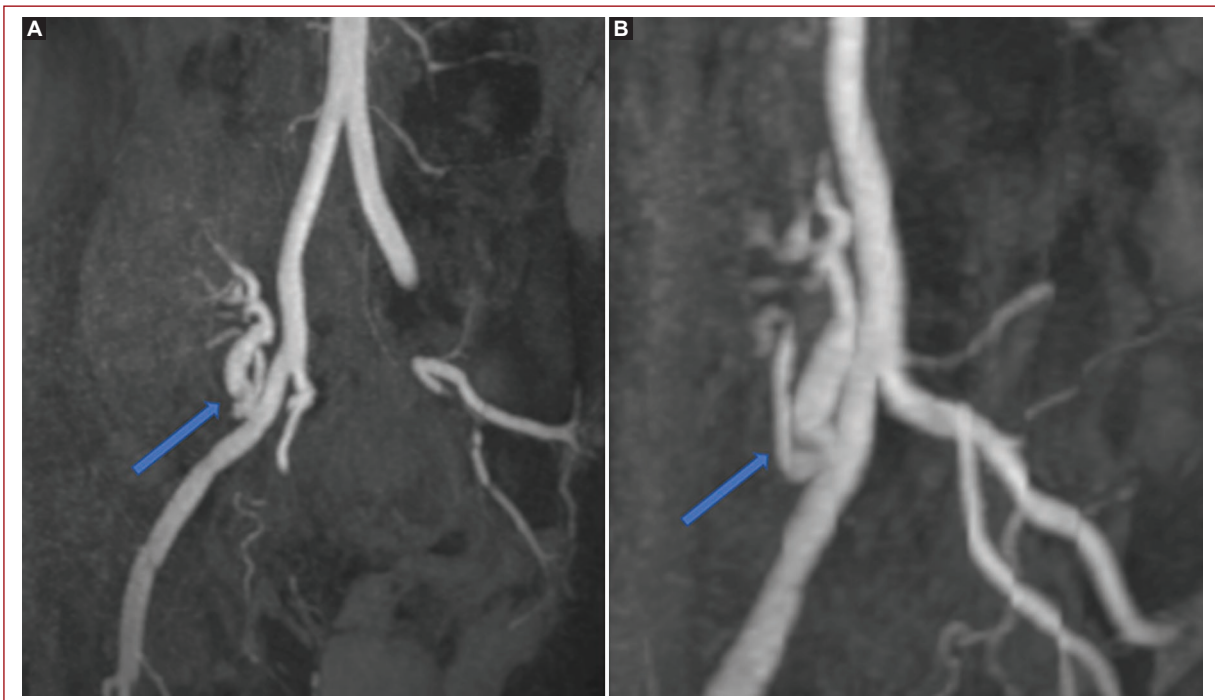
Post-operative magnetic resonance angiography. In panel (A), the pantaloon vein graft is observed with patency of the right renal artery, and inferior polar branch (B).
